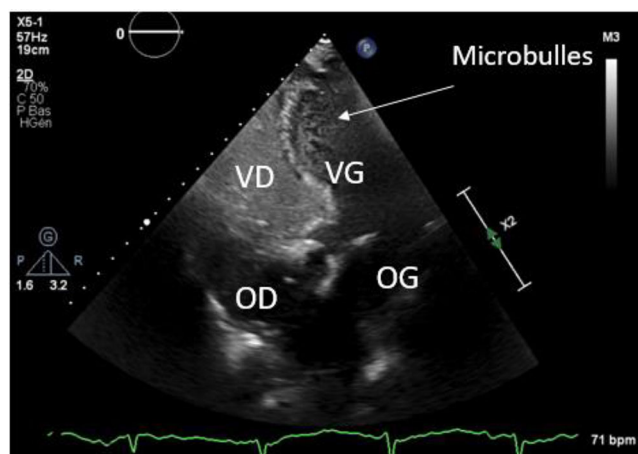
Échocardiographie transœsophagienne avec injection de microbulles par voie veineuse périphérique (présence d'un FOP avec un shunt droit-gauche (> 20 microbulles)) VD : ventricule droit ; VG : ventricule gauche ; OD : oreillette droite ; VD : ventricule droit
